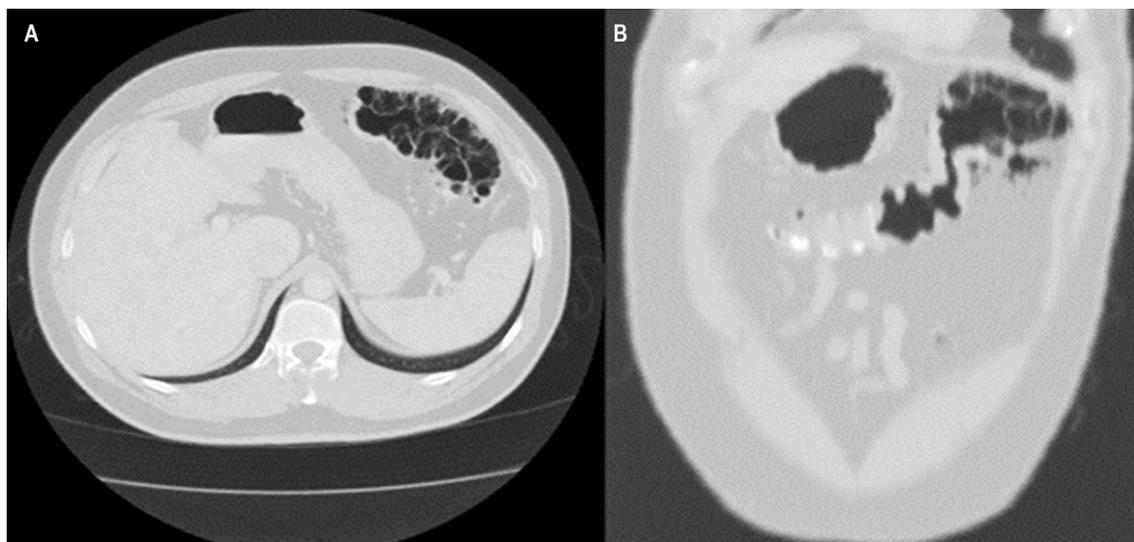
TAC con evidencia de neumatosis intestinal quística en el ángulo esplénico del colon, asociada con múltiples burbujas de neumoperitoneo. A. Corte axial. B. Corte coronal.
